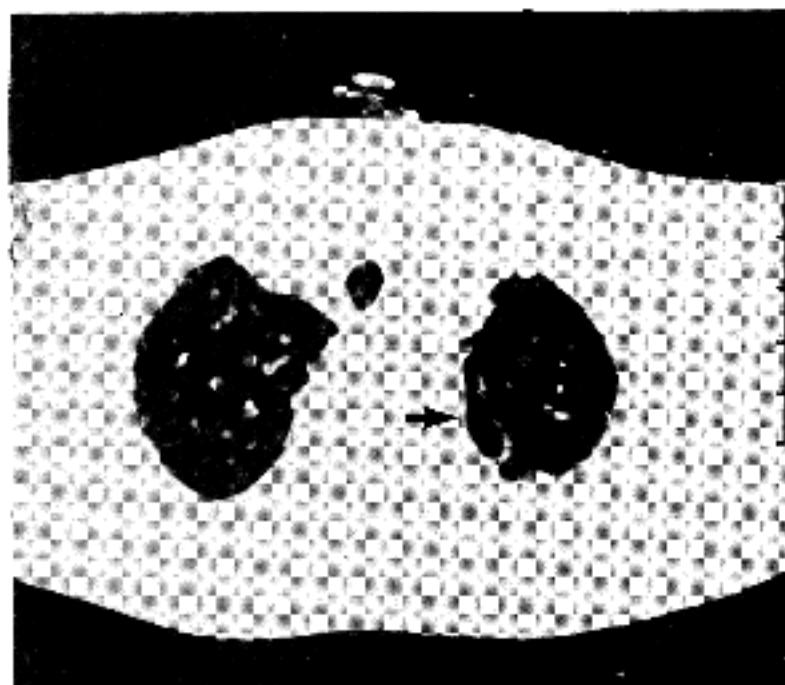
Chest CT image of left upper lung shows a moderately thick-walled, elongated cystic lesion at subpleural region(arrow, Lung window setting).
